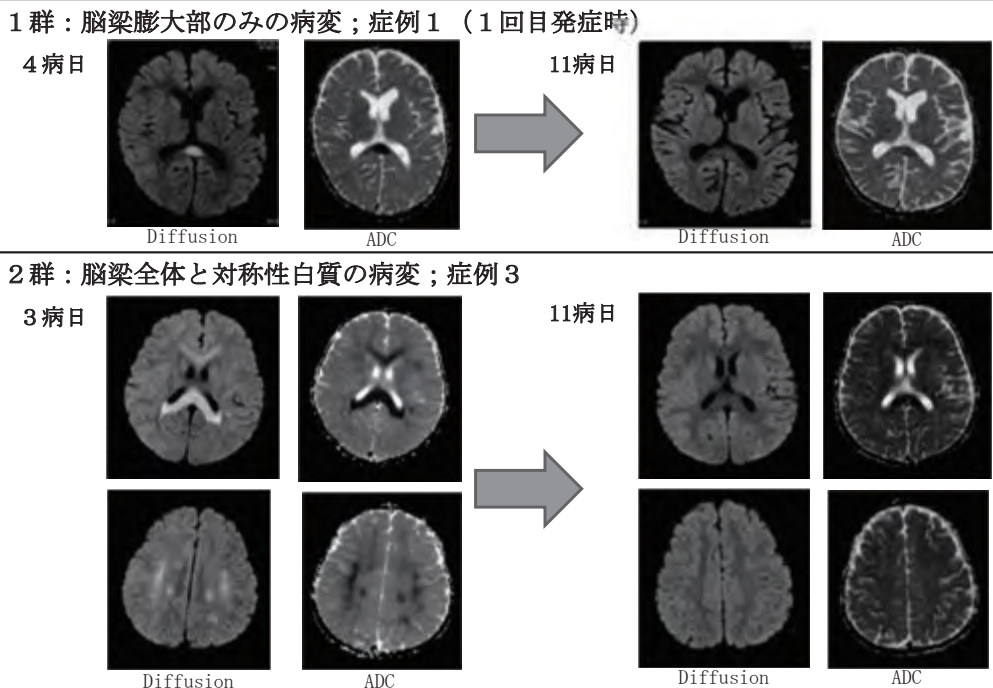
当院で経験したMERSの代表的MRI画像所見
